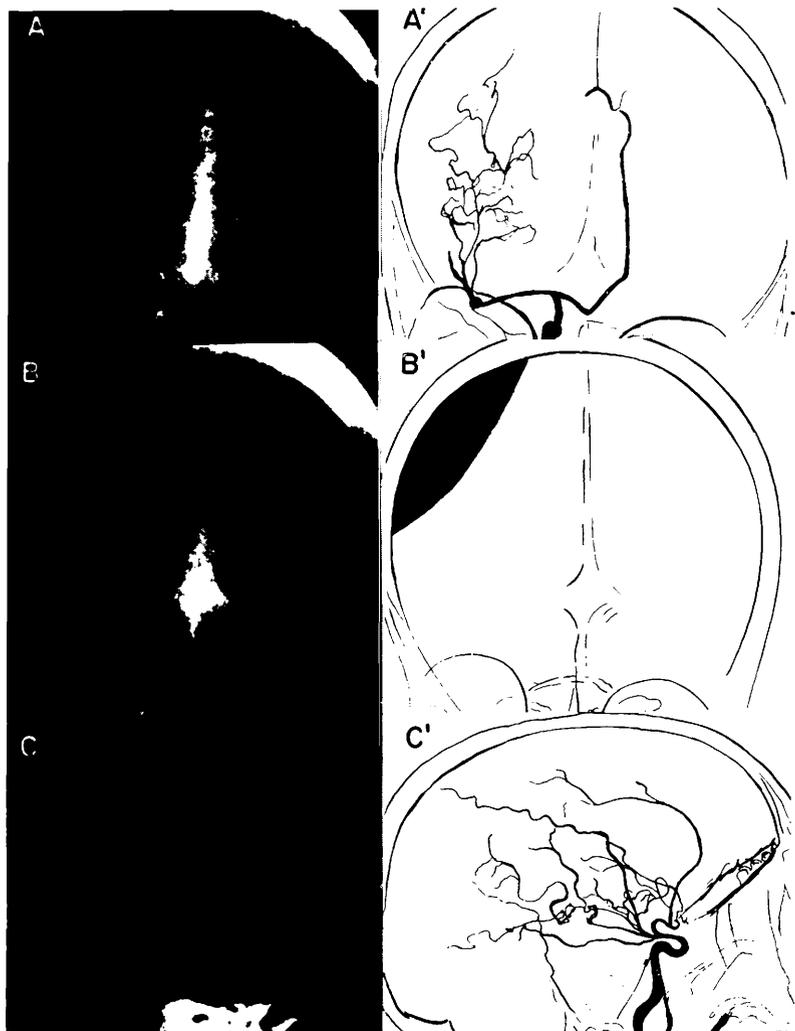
Caso 5. Angiografia cerebral direita mostrando: em AA, desvio da artéria cerebral anterior para o lado esquerdo; não há qualquer sinal de especificidade; em BB, área avascular em radiografia tirada 5 segundos após a primeira; esta radiografia mostra as características da fase "capilar"; em CC, artérias cerebrais "encurtadas".
